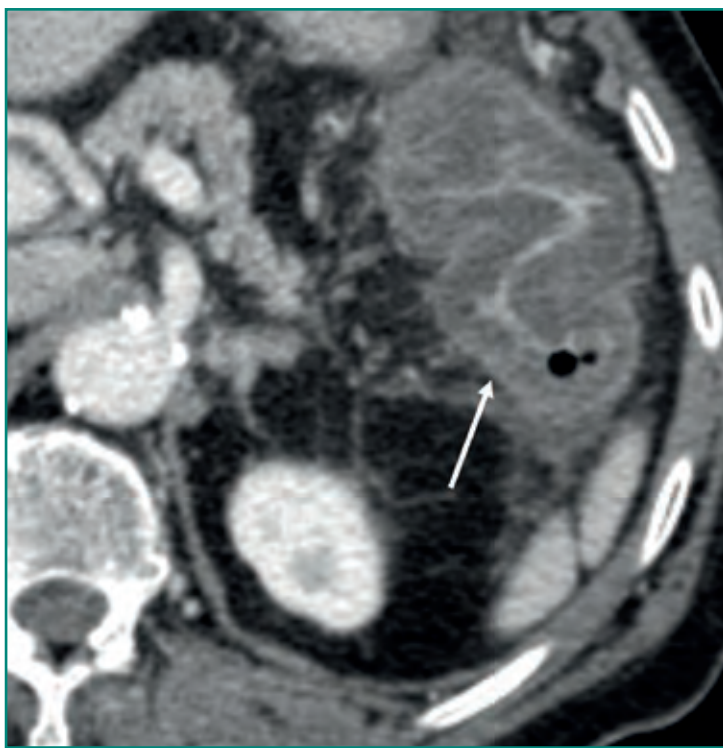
TC abdominal donde se identifica un engrosamiento edematoso del ángulo esplénico del colon en relación con una colitis isquémica (confirmado con colonoscopia).
